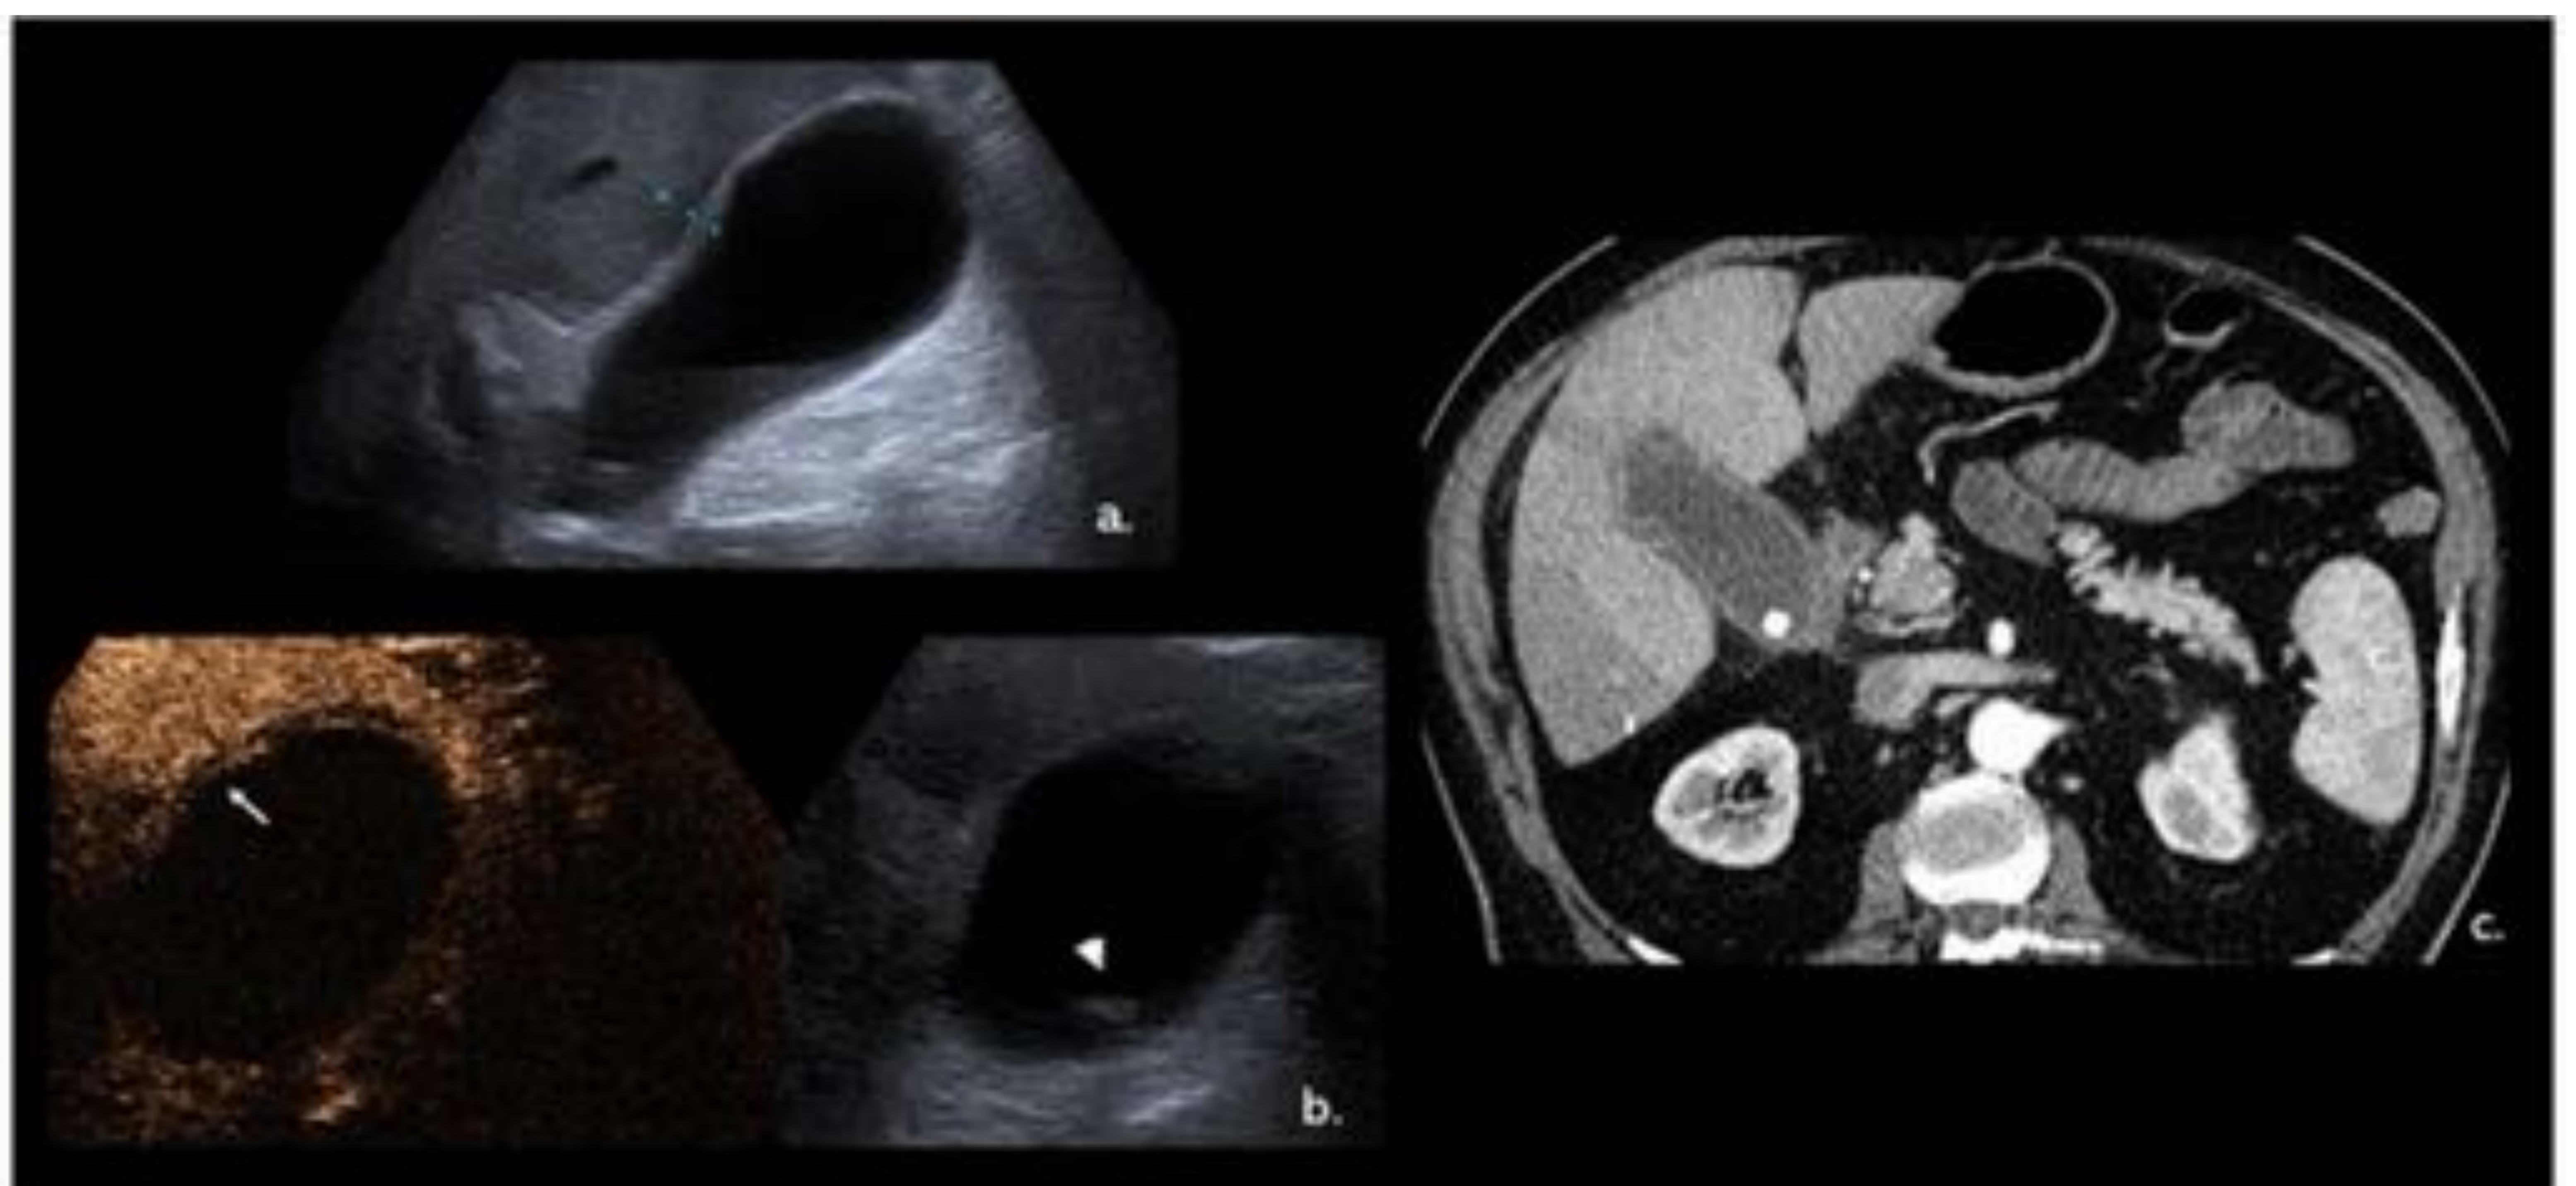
Colecistitis aguda. US modo-b (a.) muestra una vesícula biliar distendida, irregularidad de la pared de la VB (pinzas) engrosada (> 3 mm). CEUS (b.) Muestra una pared discontinua e hipercaptante de VB (flecha). Litiasis única (puntas de flecha). Imagen de TC axial con contraste (c.) Muestra las mismas características. Referencia: Hospital Universitario Severo Ochoa. Leganés - España.
